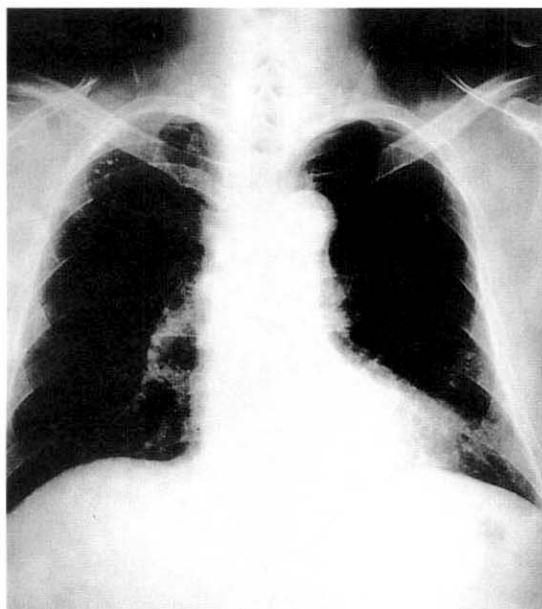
Posteroanterior roentgenogram of the chest shows much improving change of previous parenchymal infiltration of left lower lobe and pleural effusion.
